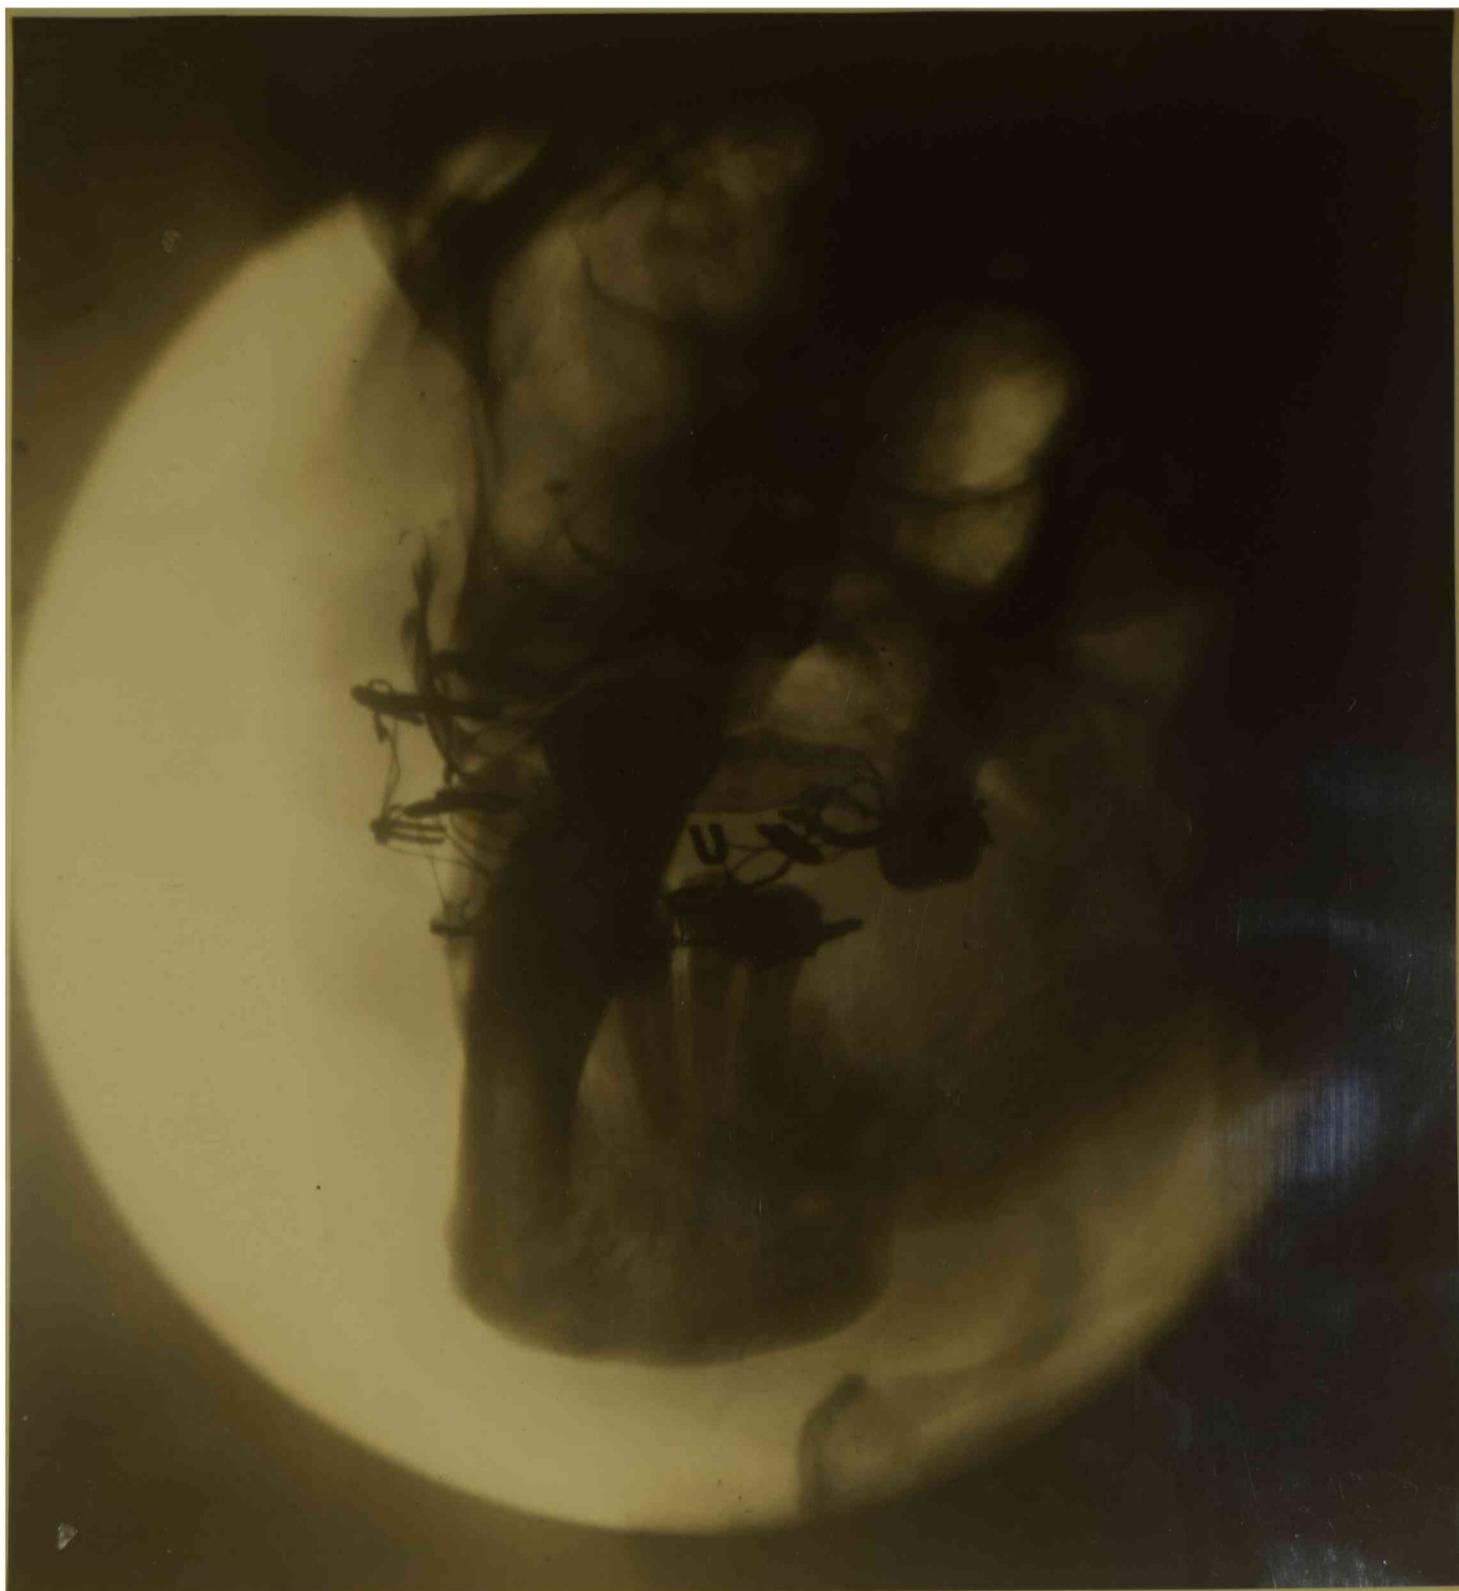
Radiografía obtenida el 14 de setiembre de 1951, a los treinta y dos días de emplazado el injerto y donde se puede apreciar éste y la prótesis ya colocada, que fija entre sí ambas arcadas dentarias.
